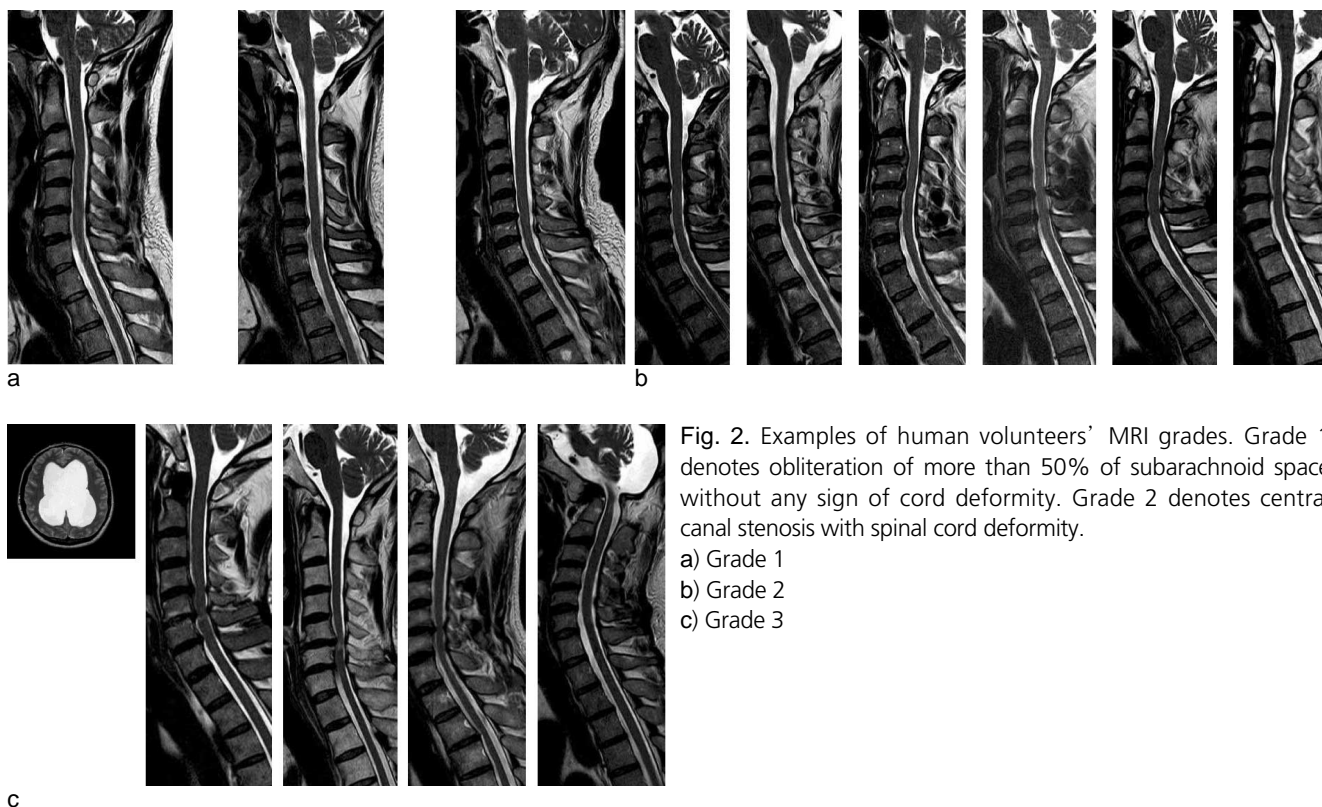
Examples of human volunteers' MRI grades. Grade 1 denotes obliteration of more than 50% of subarachnoid space without any sign of cord deformity. Grade 2 denotes central canal stenosis with spinal cord deformity.
